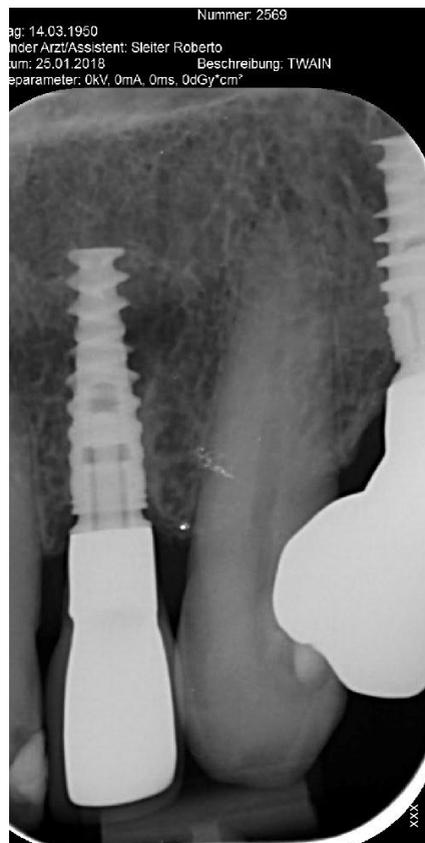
Follow-up-Röntgenbild ein Jahr nach der Sofortimplantation mit Sofortversorgung
